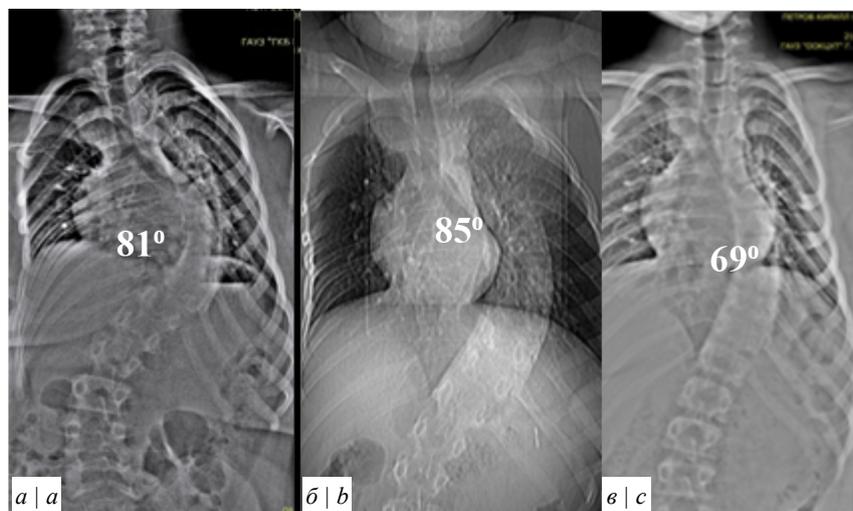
Рентгенограммы пациента С., 15 лет, до операции.
